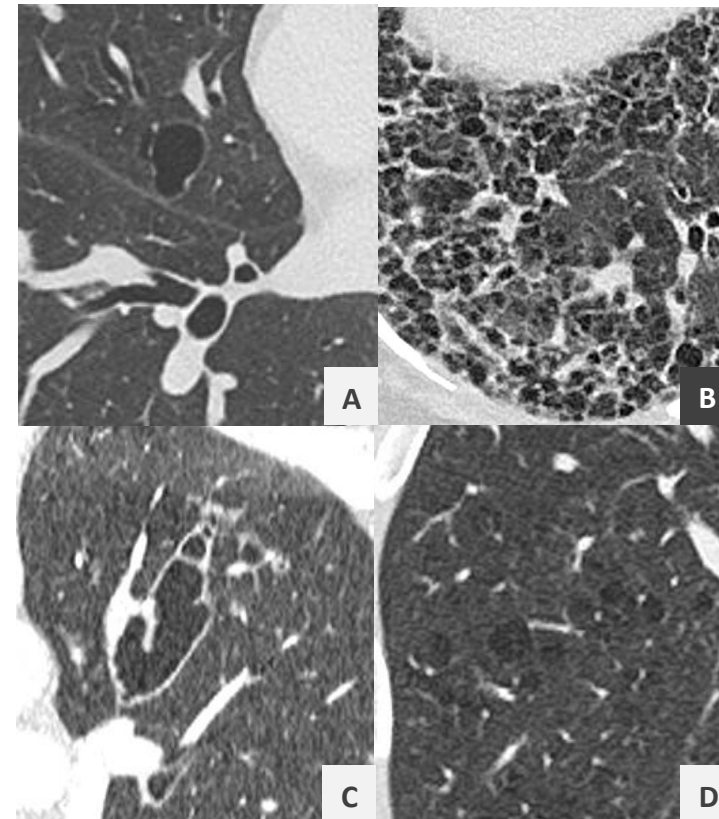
1B, 1C y 1D. TC de tórax de alta resolución en cortes axiales.
